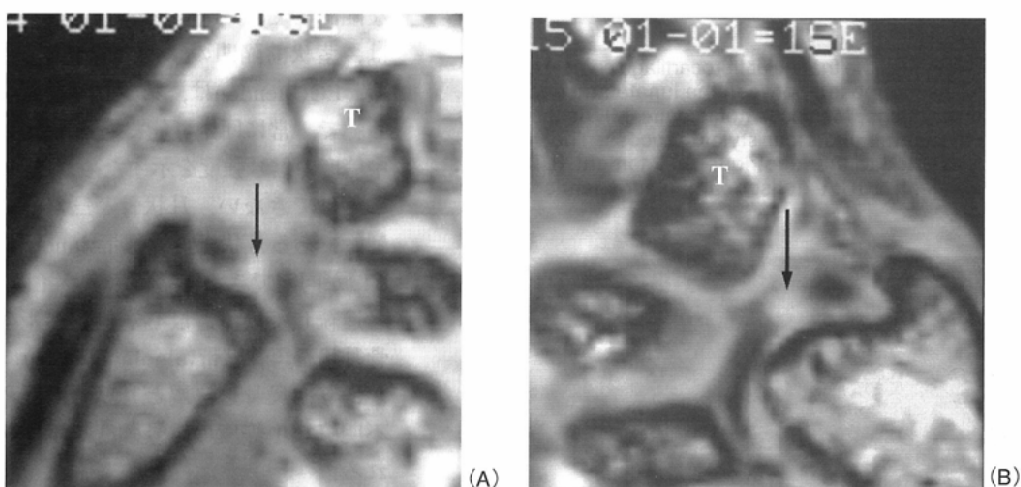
(A): 3DFT GRE reconstructed coronal image(GRE 55/15/45) from a 28-year-old woman and (B)3DFT GRE image of a 42-year-old man show identical MR findings: the volar aspect of each TFC is depicted as an area of high-intensity (arrows). Although morphologic differences can be distinguished between them, the former patient underwent a surgical arthrolysis for repair of the AD tear, whereas the later patient at time of magnetic resonance examination was totally asymptomatic with a completely functioning wrist. T: triquetrum. (Reprinted with permission from Radiology 1995; 19:23)
